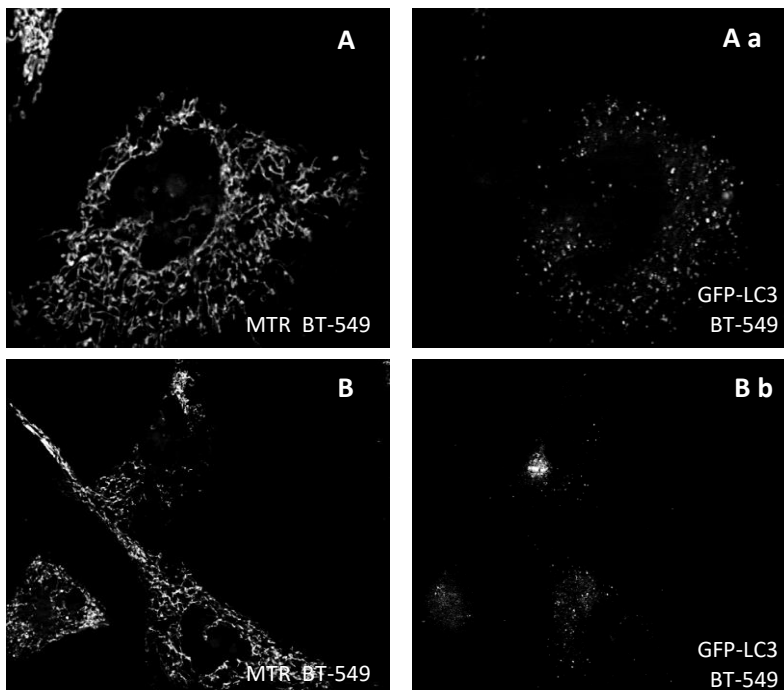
Comparación entre el número de autofagosomas en dos células de la línea celular BT-549 transfectadas con GFP-LC3 y teñidas con MTR, ambas con clasificación 2 (pocos túbulos y muchos fragmentos) en la escala de morfología mitocondrial. Sin embargo la imagen Aa muestra una elevada cantidad de autofagosomas en comparación con Bb.
